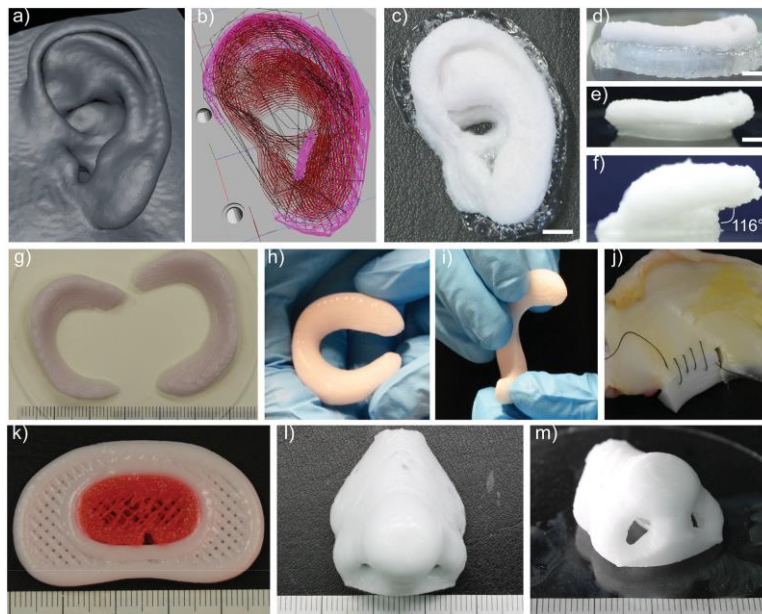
Utilização de ressonâncias magnéticas para bioprinting [35]
